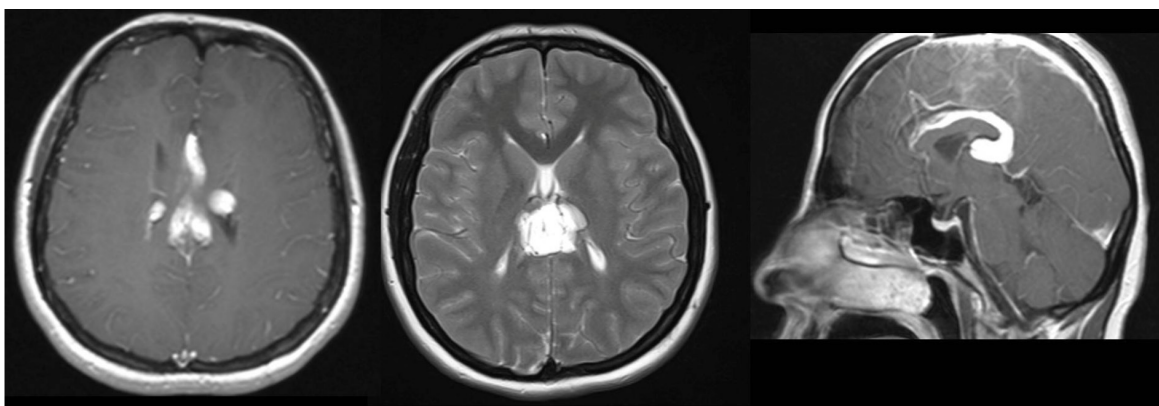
Cranial magnetic resonance imaging of the patient
